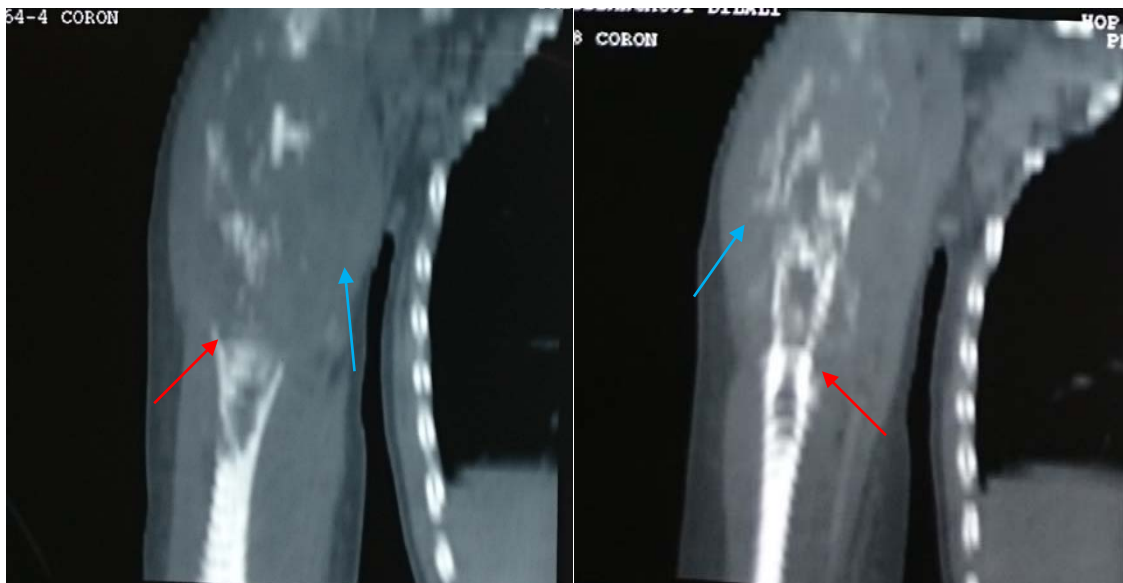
TDM de l'épaule droite : Sarcome d'Ewing de l'humérus droit : lésion lytique et condensante diaphyso-métaphysaire étendue irrégulière avec une réaction périostée et éperon de Codman → et une infiltration des PM →
